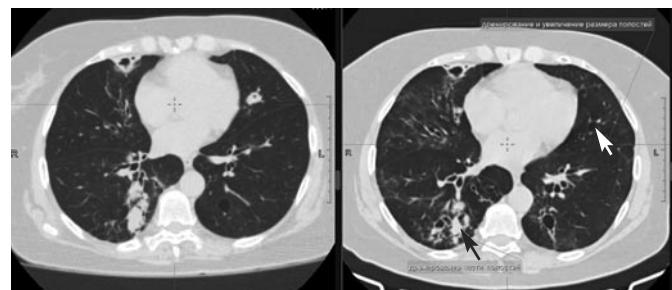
СКТ ОГК 2020 и 2022 гг. Стрелками указаны признаки дренирования и увеличение размеров полостей.
